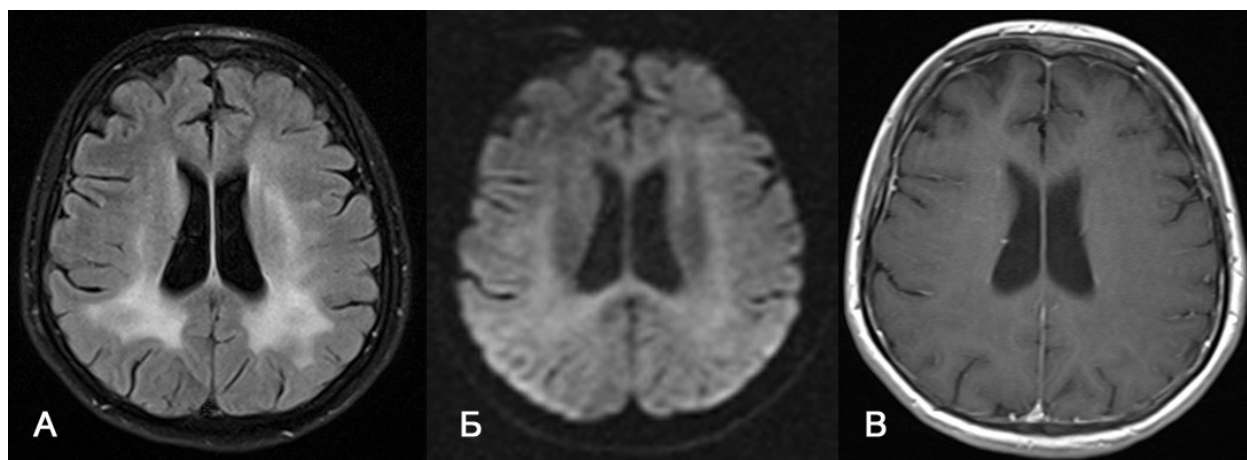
МРТ пациента И. 32 лет с ВИЧ-энцефалопатией. Все изображения в аксиальной проекции. В гемисферах больших полушарий с 2х сторон, больше в теменно-затылочных отделах, определяются обширные участки измененного сигнала от белого вещества, которые гиперинтенсивны на T2 FLAIR (А), без признаков рестрикции диффузии на DWI b 1000 (Б), изоинтенсивны неизмененному белому веществу и не накапливают контрастное вещество на постконтрастных T1ВИ (В). Измененные участки не распространяются глубоко в субкортикальные отделы.
